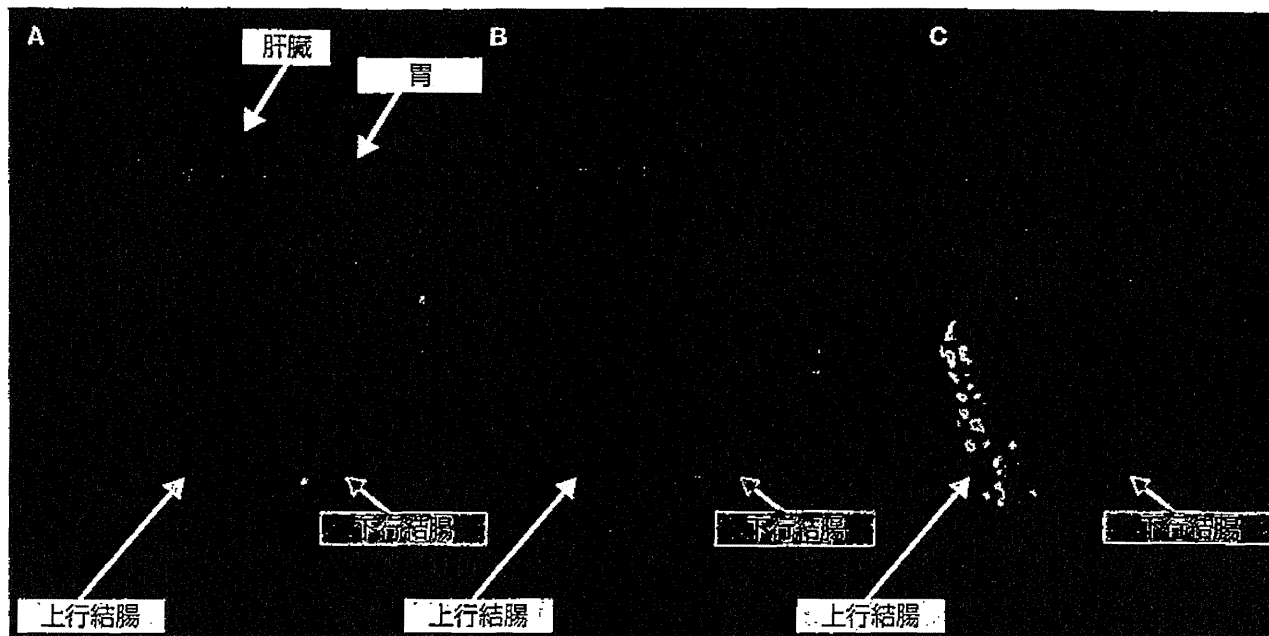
冠状断の MRI から 3D 合成し、結腸容積を測定
